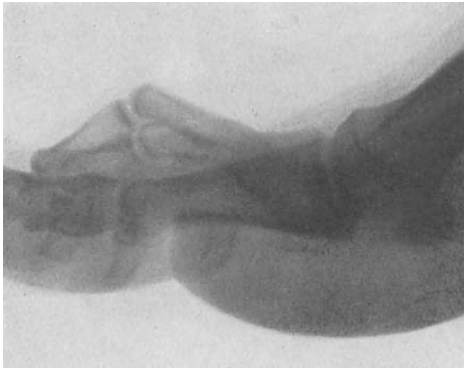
Seitliches Röntgenbild der Hammerzehe von Abb. 47. Über der Prominenz des peripheren Gelenkendes des Grundgliedes entwickeln sich die Drückerscheinungen. (Eigene Beobachtung.)
